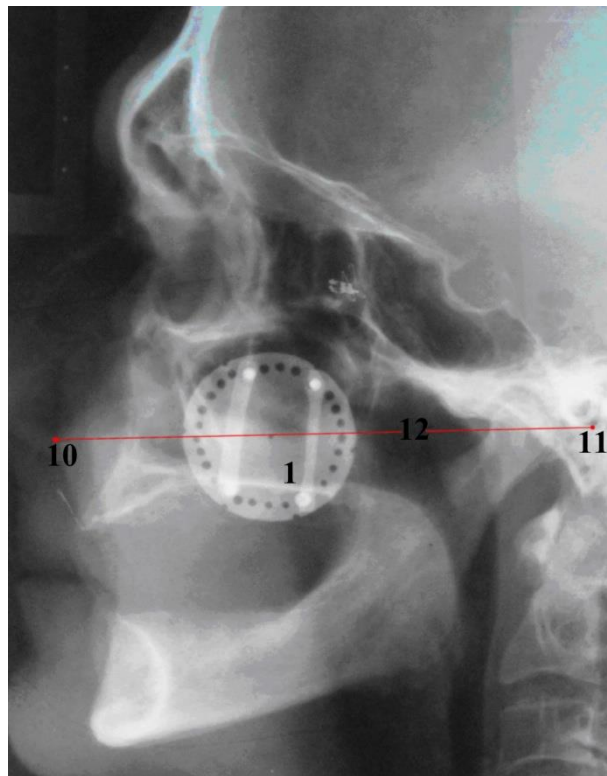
Боковая телерентгенограмма головы пациента С., 55 лет, амбулаторная карта № 52,: 1- рентгеноконтрастная самоклеящаяся пластинка; 10- передняя носовая ость; 11-основание наружного слухового прохода; 12- камперовская линия
